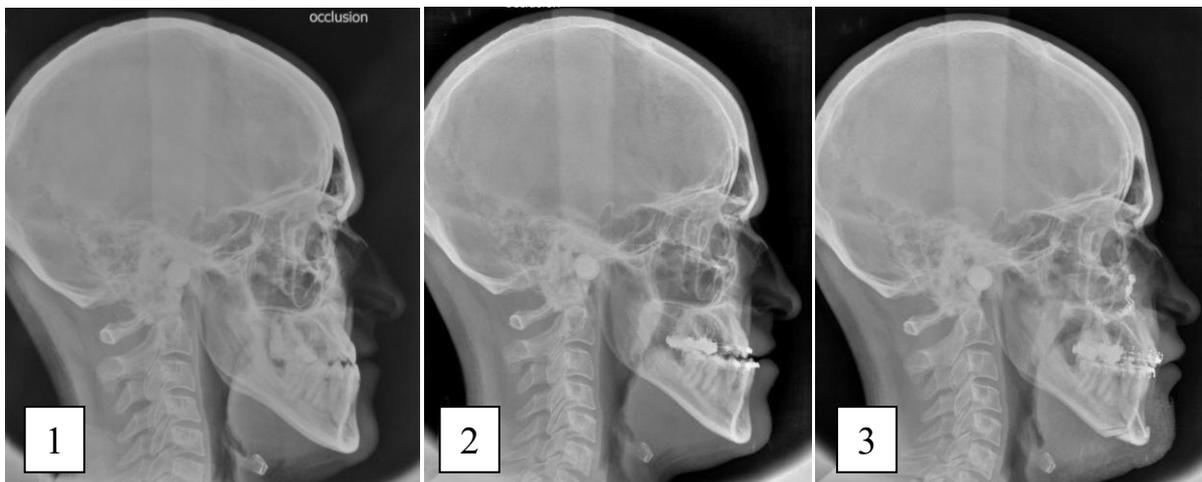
Téléradiographies céphaliques de profil d'un patient de 33 ans atteint d'oligodontie isolée, associée à une classe III squelettique par rétromaxillie, traitée par ostéotomie de Le Fort 1 d'avancée maxillaire, disjonction chirurgicale et génioplastie de réduction (CHU de Nantes)
